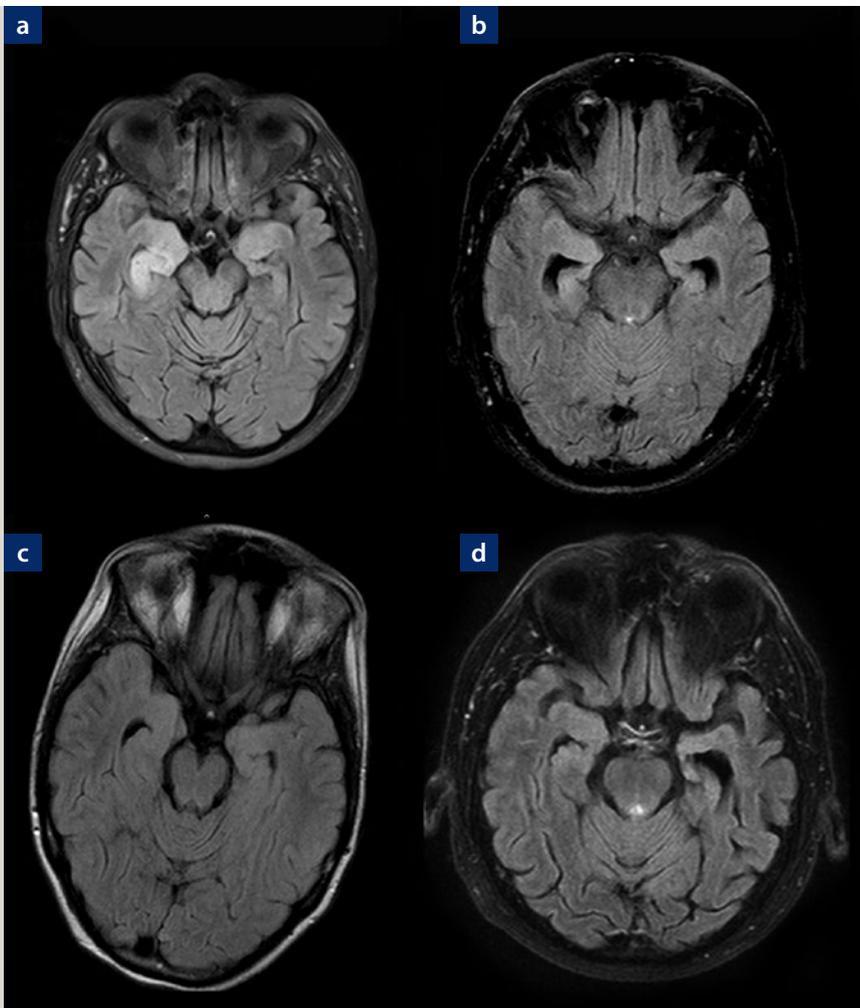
MRT-Bilder von Patienten mit autoimmuner Enzephalitis.
